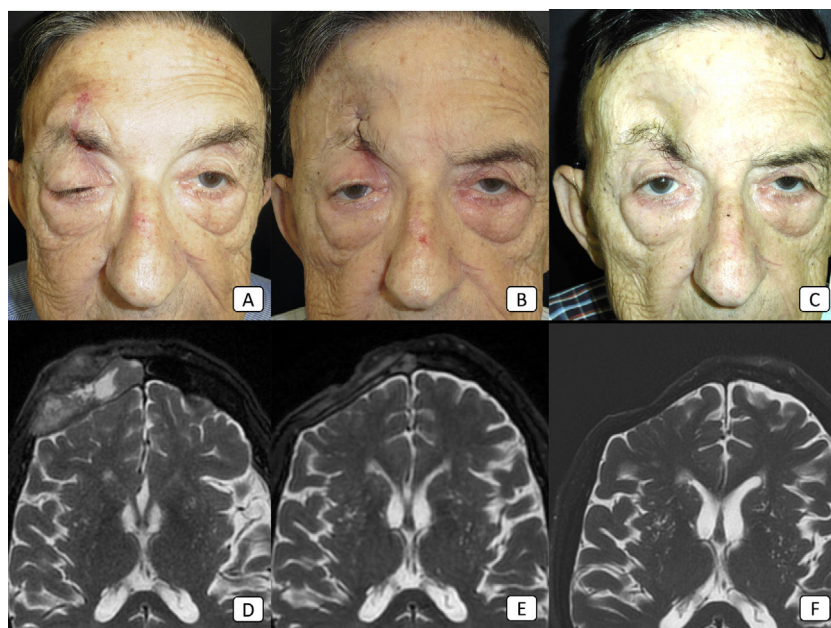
Caso 8: cSCC avanzado con invasión orbital, invasión perineural clínica, y metástasis ganglionares regionales. (A-C): fotografías clínicas del paciente antes de iniciar la terapia, tras 2 ciclos, y tras 8 ciclos, respectivamente. En (A), existe ptosis obvia del párpado derecho debido a la invasión perineural tumoral. (D-F): imágenes de RM ponderadas en T2 antes de iniciar la terapia, tras 4 ciclos, y tras 18 ciclos, respectivamente. La masa grande frontal observada en (D) ha desaparecido completamente en (F) lo cual refleja, por tanto, la respuesta completa al tratamiento.
